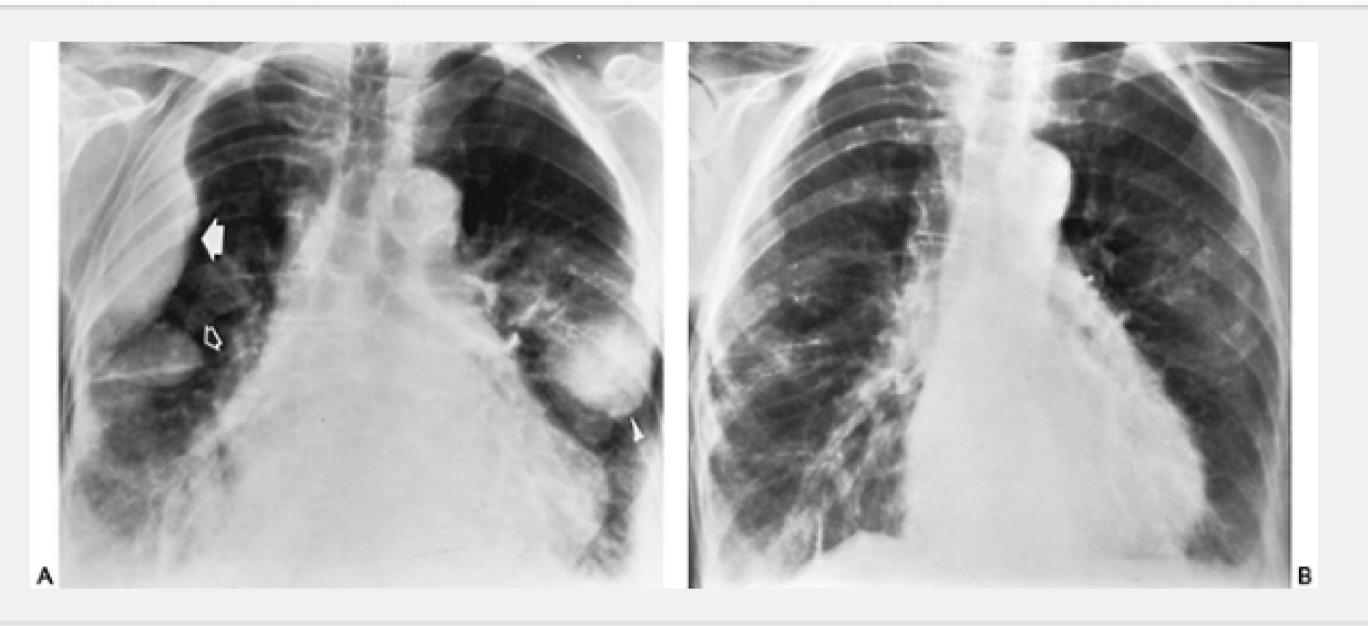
FIG C 34-6. Phantom tumors. (A) Frontal chest radiograph taken during an episode of congestive heart failure demonstrates marked cardiomegaly with bilateral pleural effusions. Note the fluid collections along the lateral chest wall (closed arrow), in the minor fissure (open arrow), and in the left major fissure (arrowhead). (B) With improvement in the patient's cardiac status, the phantom tumors have disappeared. Bilateral small pleural effusions persist.
